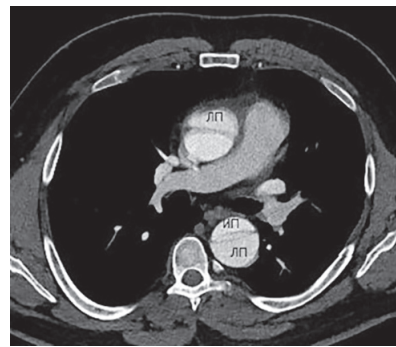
Компьютерная томограмма на уровне груди с контрастным усилением (аксиальный срез). Определяется расслоение грудной и брюшной аорты с формированием истинного (ИП) и ложного просветов (ЛП)
